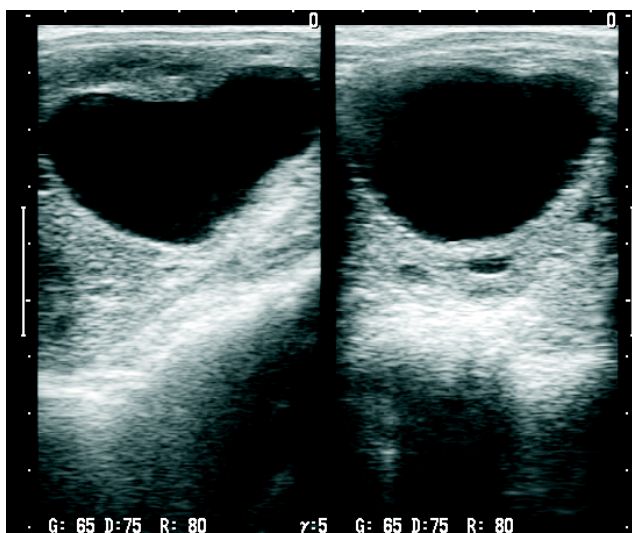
Nieowulujący pęcherzyk (po lewej) stwierdzony w ciąży (po prawej), USG (6 MHz)
